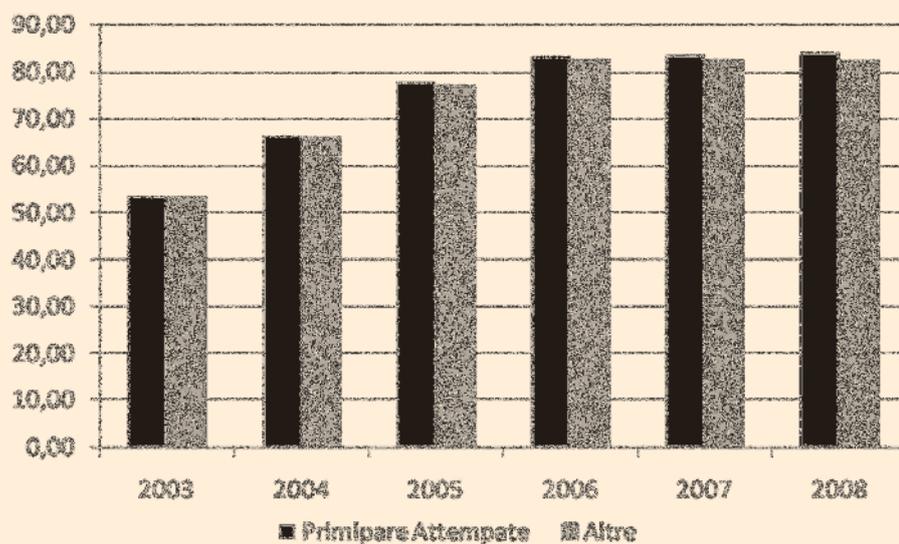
Percentuale di donne gravide che hanno effettuato più di tre ecografie nel corso della gravidanza per primiparità ed età. Regione Puglia. Anni 2003-2008.
